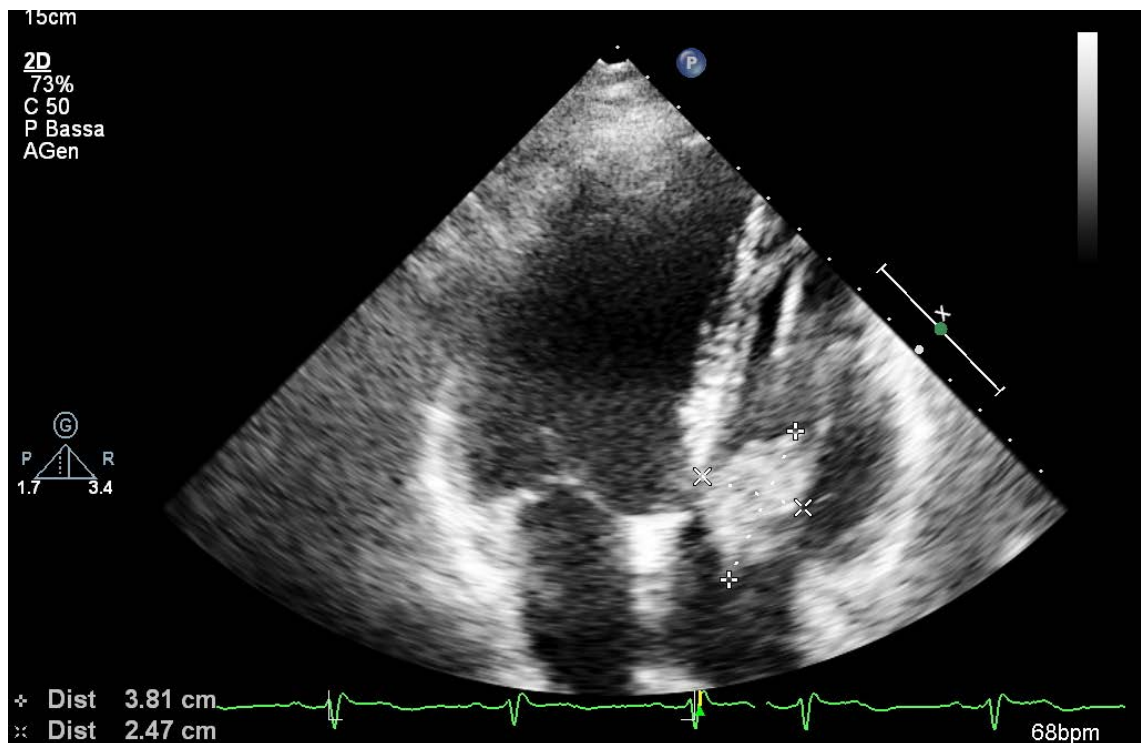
Endocardite adesa alla valvola tricuspide. Valutazione ecocardiografica in proiezione apicale 4 camere.
